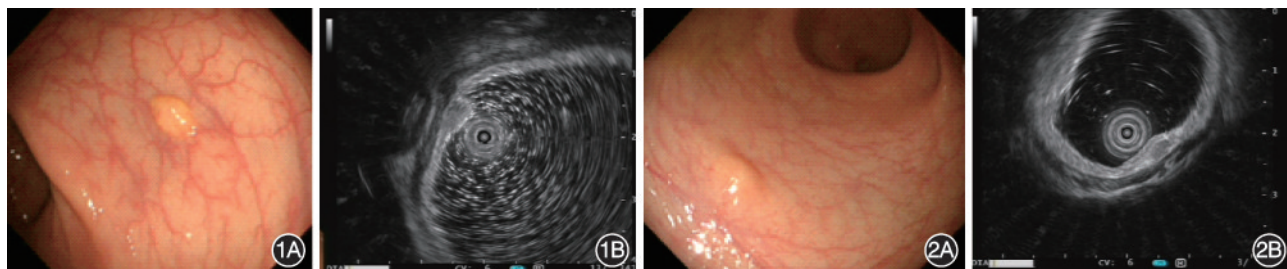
黏膜深层起源的直肠神经内分泌肿瘤 1A:结肠镜下表现;1B:小探头超声内镜下表现
